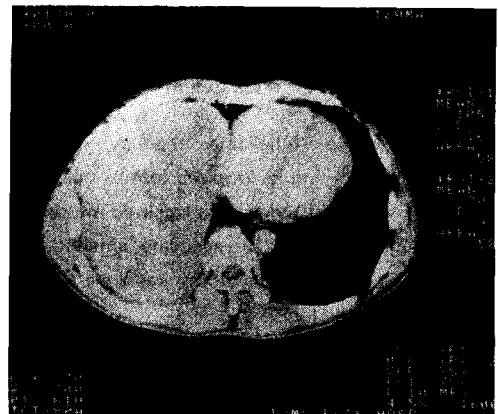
Computed tomography of the chest shows a mass located in Rt. lower hemithorax with mediastinal shift to Lt. and partial atelectasis of RLL. but no parenchymal infiltration is noted.
